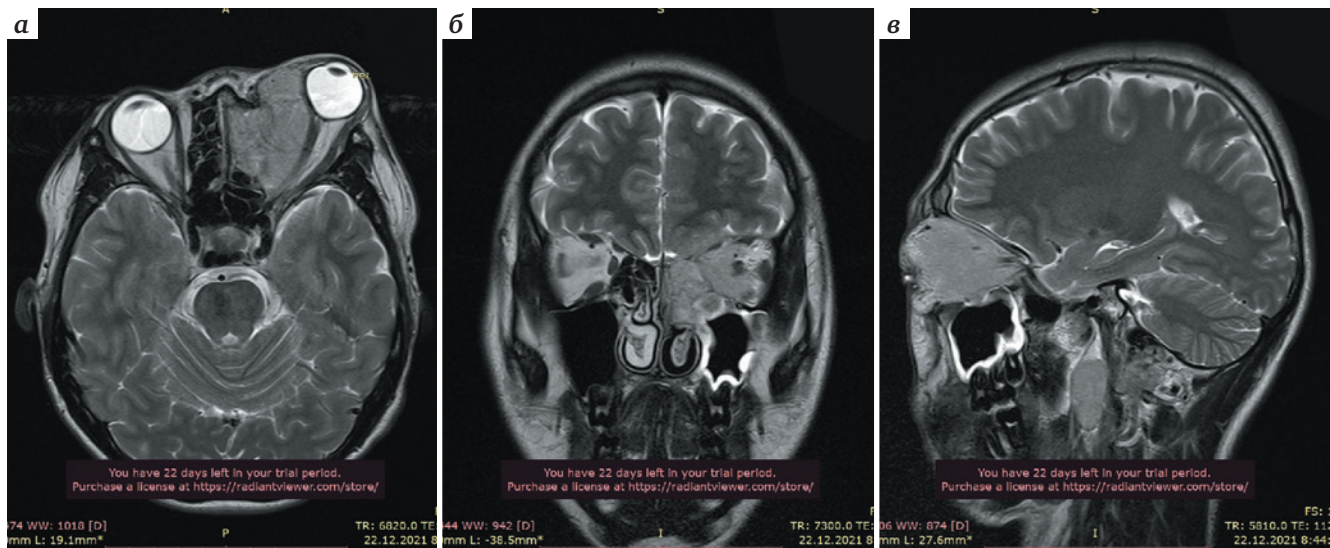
Магнитно-резонансная (МР) томограмма головного мозга, орбит, придаточных пазух: а, б – аксилярный срез; в – сагиттальный срез. МР-картина объемного образования левой половины полости носа с распространением на полость левой орбиты с деструкцией медиальной и верхней стенок, компрессией зрительного нерва и левого глазного яблока, распространением в полость черепа, левую половину клеток решетчатой кости, левую половину лобной пазухи
